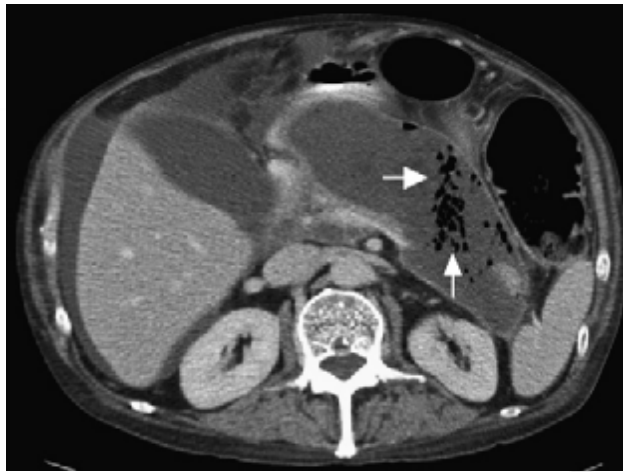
КТ-картина некротизирующего панкреатита. В проекции сальниковой сумки — скопление жидкости с пузырьками газа (признак инфицирования)
